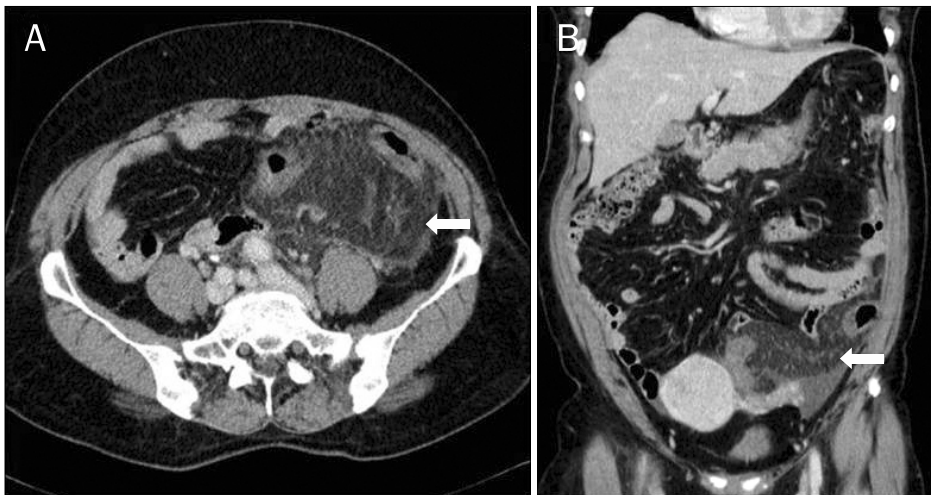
(A, B) Abdominal and pelvic CT. Mesenteric thickening producing a mass-like appearance is noted (white arrows).
